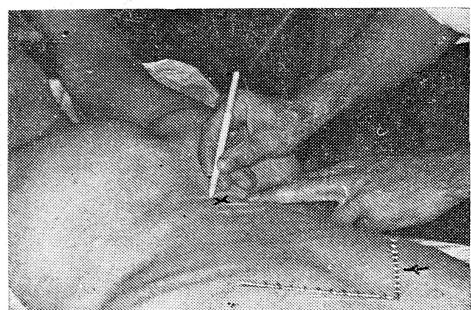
В положении пациента лежа на животе делают метку над остистым отростком третьего или четвертого поясничных позвонков; на метку устанавливают рентгеноконтрастную линейку (указана стрелкой).
